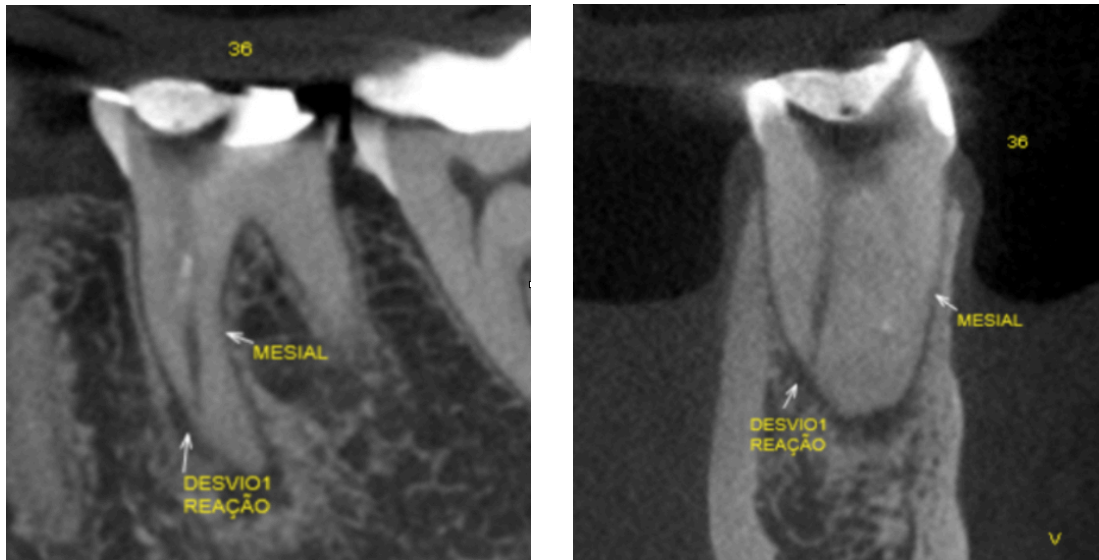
A. Tomografia computadorizada com imagem evidenciando o desvio e perfuração.
